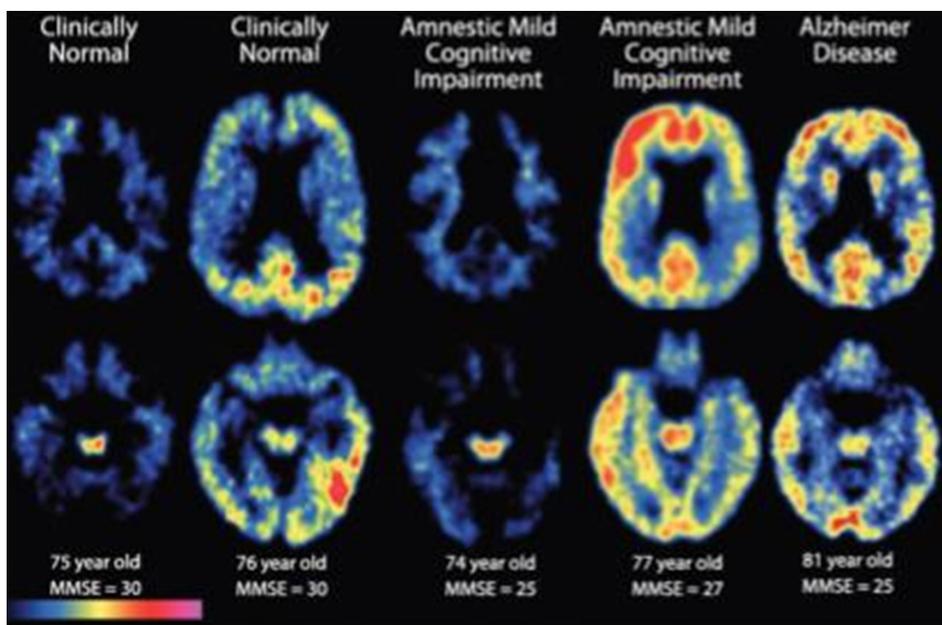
PET amiloide con PiB. Muestra 2 cortes axiales a diferentes niveles de 6 adultos mayores, con la edad y la puntuación del MMSE en la parte inferior. Las regiones en rojo y amarillo indican una alta retención del PiB, que indica la presencia de depósitos de amiloide negativo; un hombre de 76 años clínicamente normal, con depósito de amiloide en la corteza parietal y temporal; una mujer de 74 años con DCLa, amiloide negativo; un hombre de 77 años con DCLa, con depósito de amiloide en cortezas frontal, temporal y parietal; una mujer de 81 años con EA leve, con depósitos de amiloide en cortezas frontales, temporales y parietales. PET: tomografía por emisión de positrones, PiB, componente B de Pittsburgh, MMSE; Mini Examen del Estado Mental, DCLa; deterioro cognoscitivo leve amnésico
